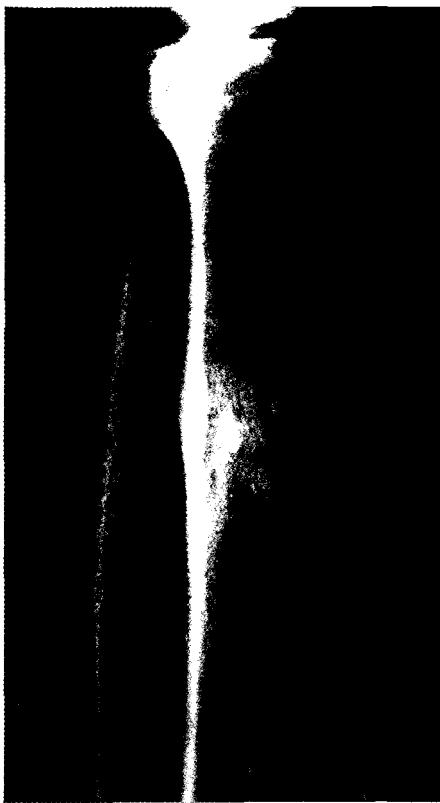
Рентгенограмма нижней конечности больного К. до операции.
